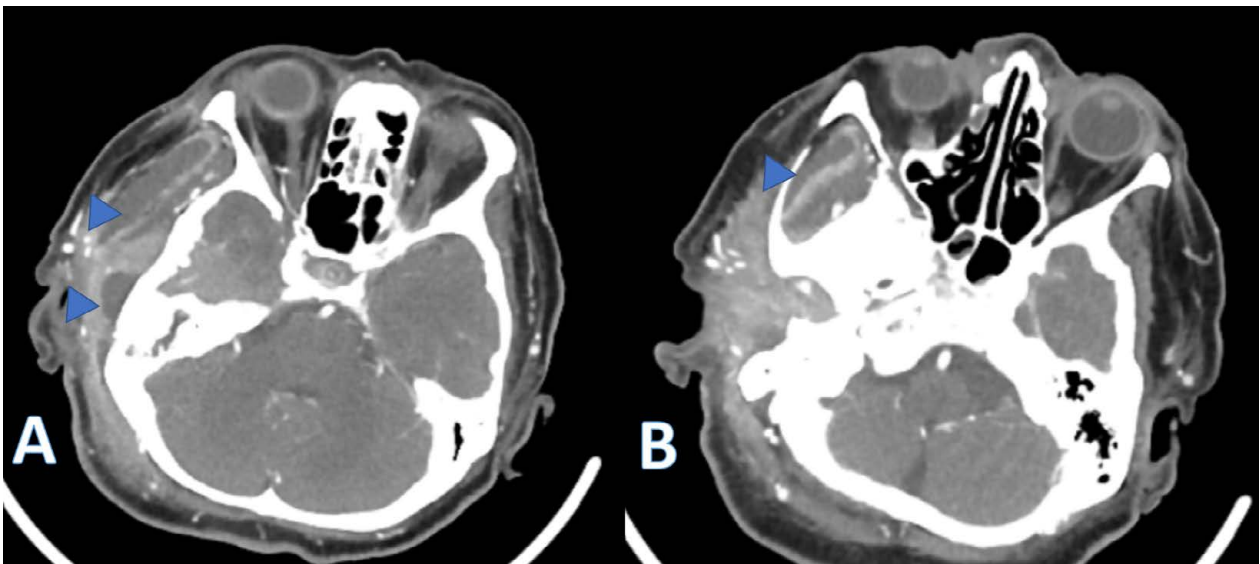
Tomografía contrastada de cráneo en plano axial, donde se observan colecciones en la región temporal (imagen A), con extensión al arco cigomático ipsilateral (imagen B) (flechas azules).
